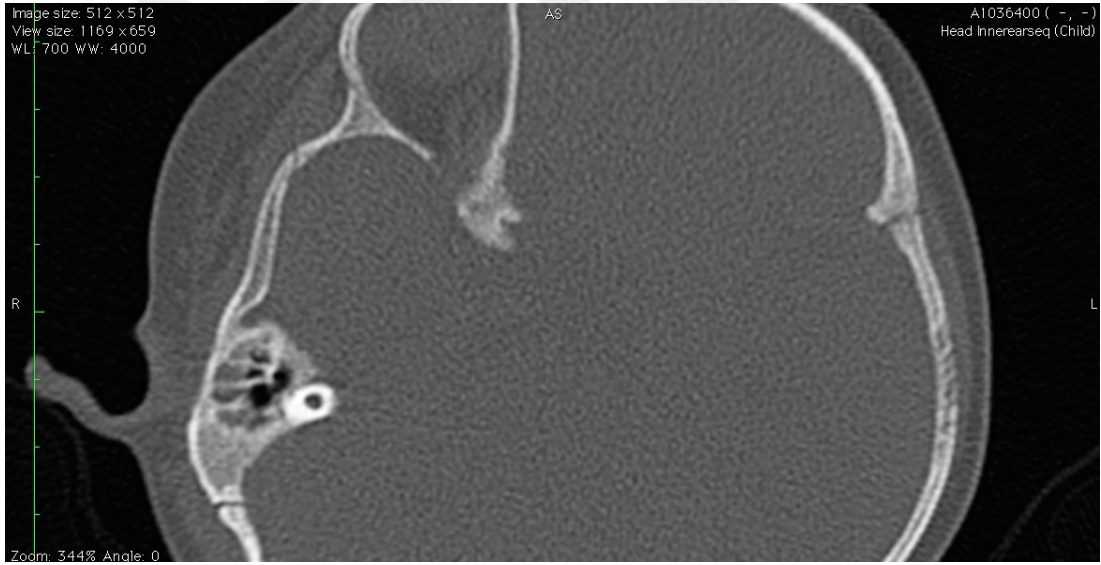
B3 numaralı bireye ait BT görüntüsü.
